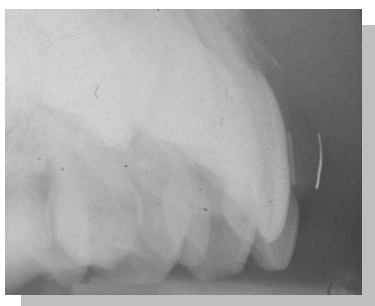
Radiografía correspondiente al caso C.R. Véase cómo la cresta ósea está coronal a Lac.
